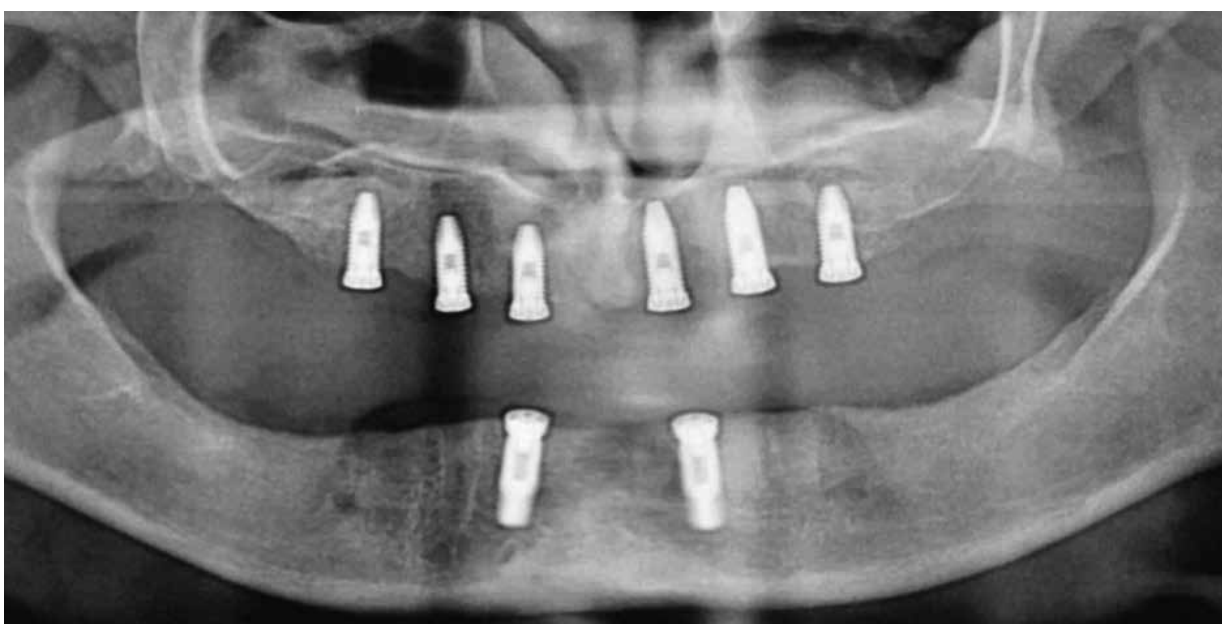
Radiografia panorâmica com os 6 implantes maxilares instalados, conforme planejamento inicial. Nota-se o excelente paralelismo alcançado.
